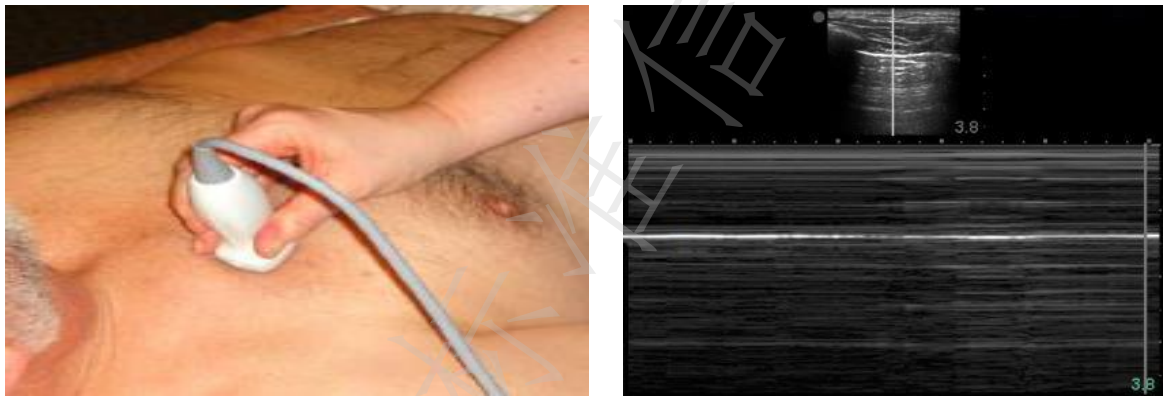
A 探查胸部时探头位置 B 气胸时可见肺部超声表现为平流层征
